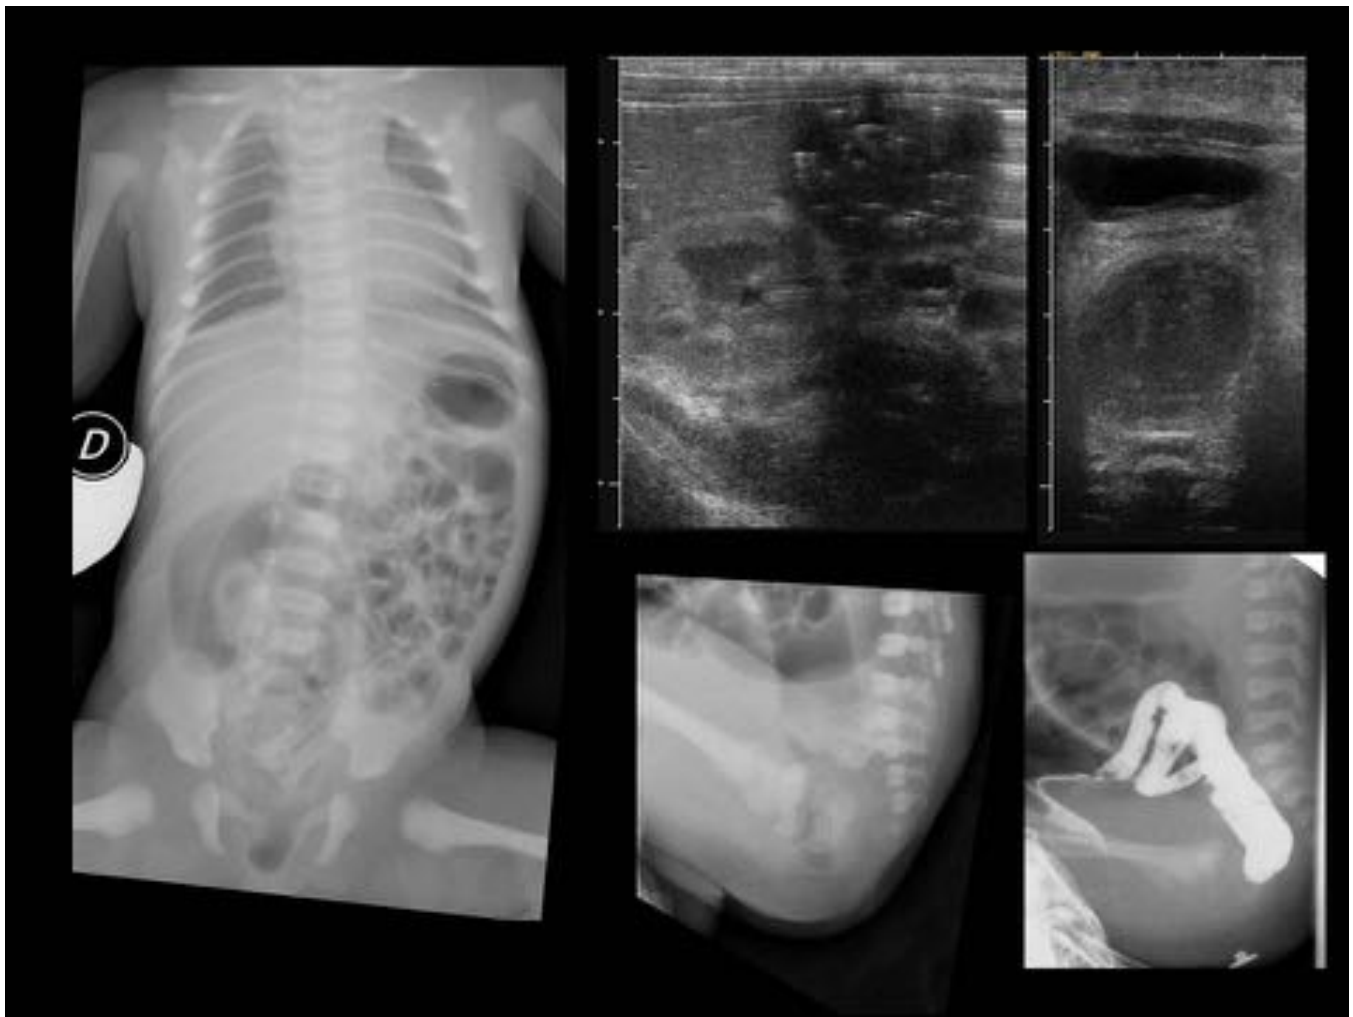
ATRESIA ANAL en RNT con sd. de Down. Oligoamnios. Radiografía y ecografía con patrón de obstrucción intestinal baja, con distensión más marcada del recto-sigma, que es redundante. Radiografía lateral que descarta agenesia sacra y valora la distancia entre el fondo de saco rectal y la piel, lo que actualmente se valora con ecografía perineal. Colostograma que descarta fístulas al tracto genitourinario y otras anomalías cólicas. Se descartan otras alteraciones óseas y abdominales valorables.
